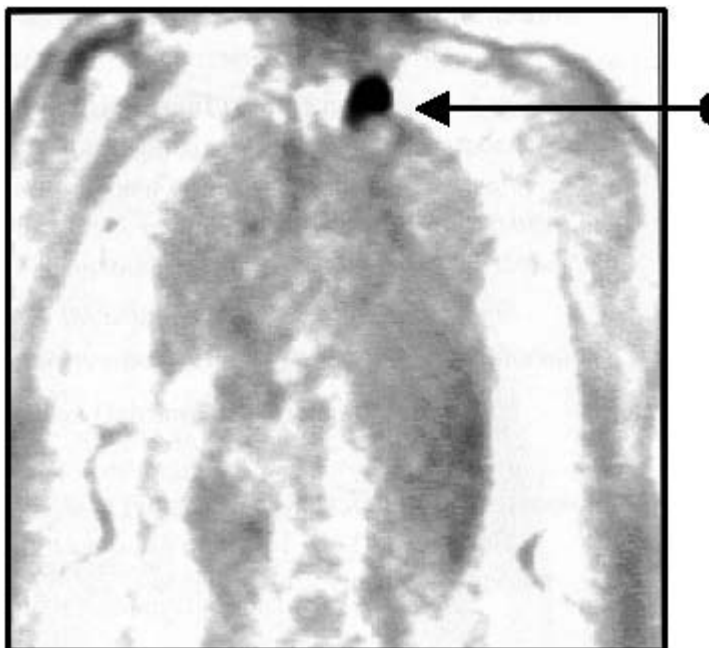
Результат ПЭТ-исследования
